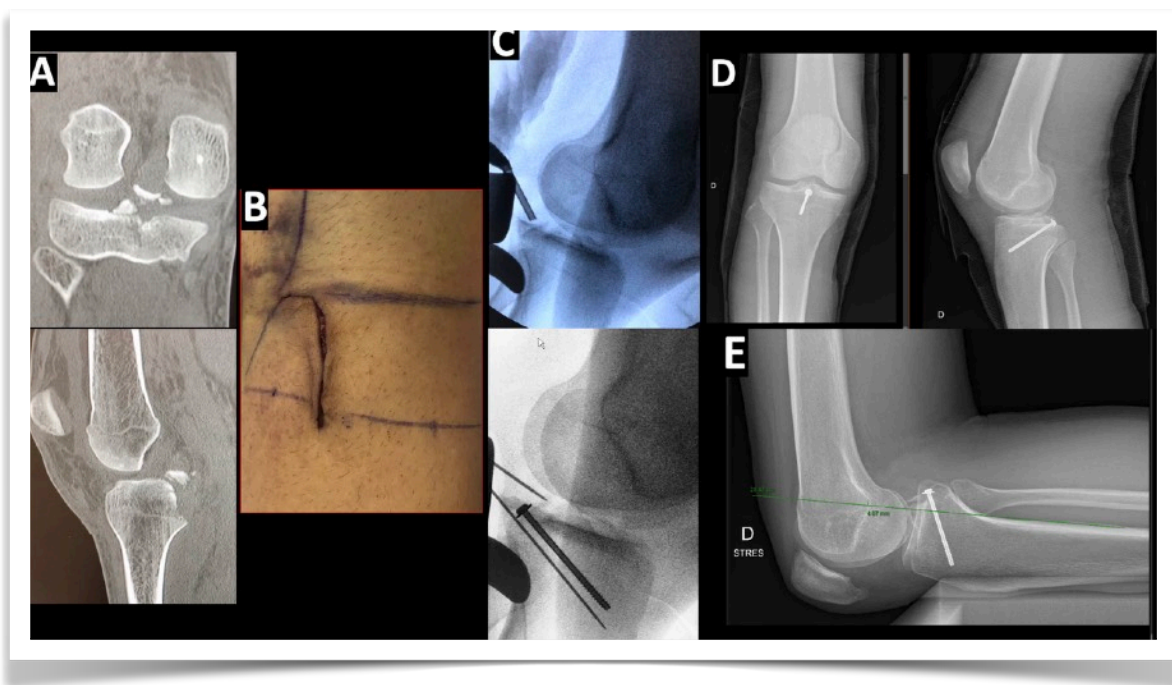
Caso clínico avulsión del LCP. Hombre de 30 años, choque frontal. A: Tomografía computada muestra fractura conminuta de inserción tibial de LCP. B: Abordaje posterior descrito por Badet. C: Reducción intraoperatoria, fijación transitoria con agujas de kirschner y fijación definitiva con Tornillo canulado mas arandela. D: Control imagenológico postoperatorio. E: Control con radiografía con estrés 6 meses post operatorio, que muestra competencia de LCP.
